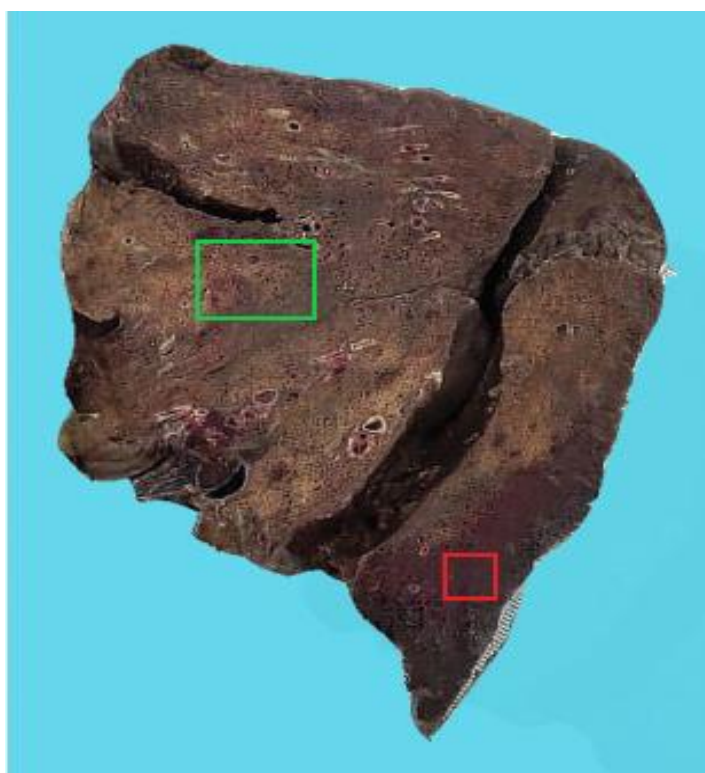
Мужчина 74 лет, 18 суток. Фронтальный разрез с выделением участков изменённой ткани, согласно КТ-навигации: верхний квадрат - чередование участков плотной и воздушной ткани легкого, нижний - фокус кровоизлияния.
